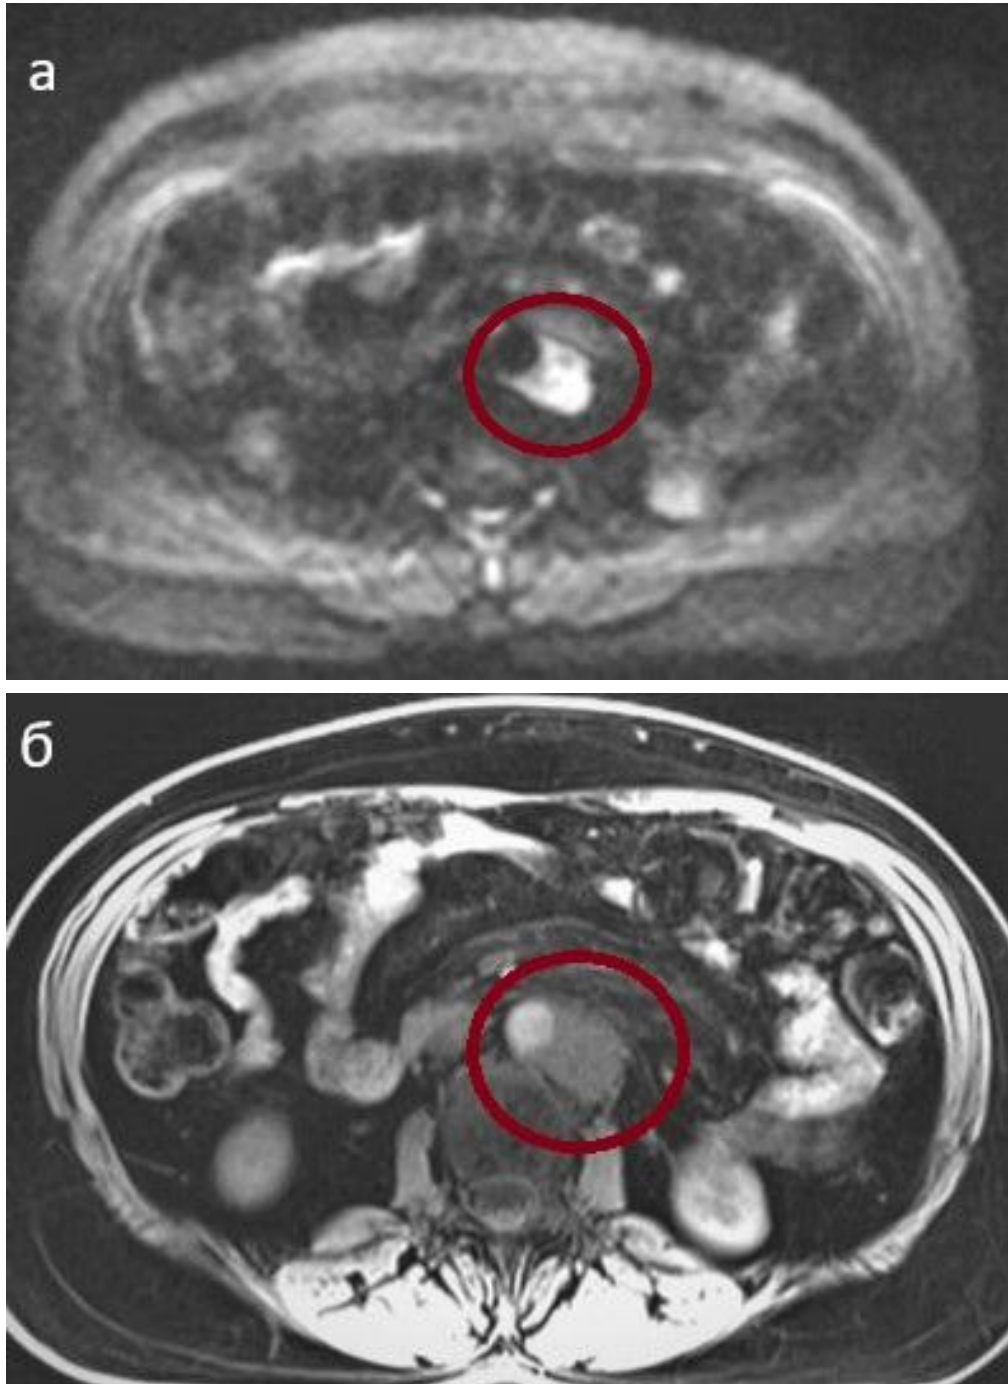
Фолликулярная лимфома 1–2 цитологического типа, с нодулярным характером роста, II ст. с поражением лимфоузлов брюшной полости и забрюшинного пространства. ПХТ RB. ДВ МРТ. Забрюшинно слева увеличенный лимфоузел (красный круг).
